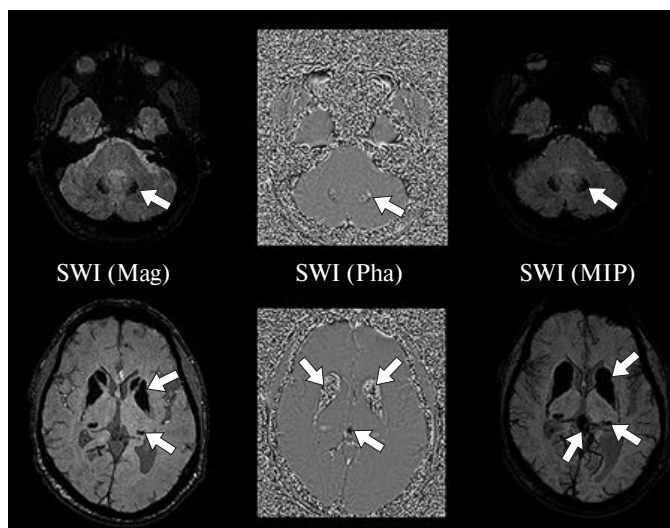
МРТ головного мозга (3 Тл) в режиме SWI в разных реконструкциях (по амплитуде, по фазе и по минимальной интенсивности) на уровне мозжечка (верхний ряд) и подкорковых структур (нижний ряд). Минерализация в подкорковых структурах, зрительных буграх, ЗЯ мозжечка и шишковидной железе. Стрелками показаны симметричные зоны с измененной интенсивностью МР-сигнала.
